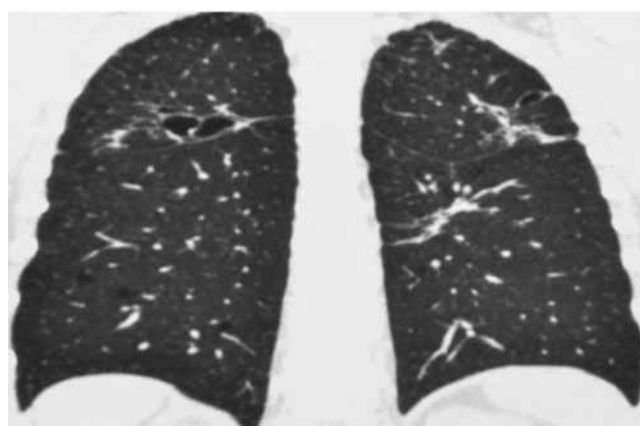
СКТ ОГК пациентки Д. через два месяца после родов
